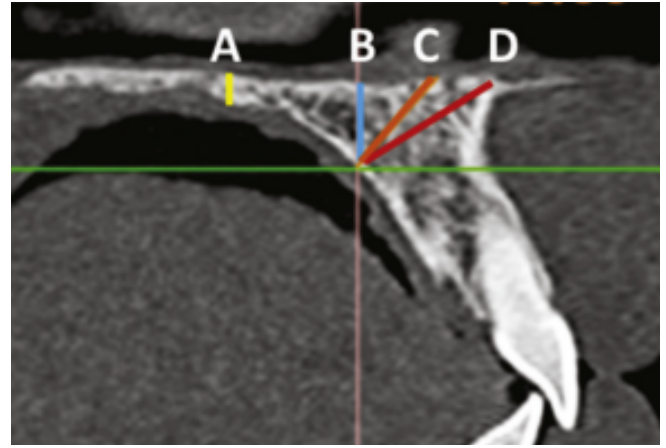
Coronal slice CBCT, reference lines constructed to measure the palate thickness and the optimal mini-implant zone insertion. The D line is the measurement from the palatal cortical bone to the nasal floor cortical bone (30°) on dpmL3 point (10).
